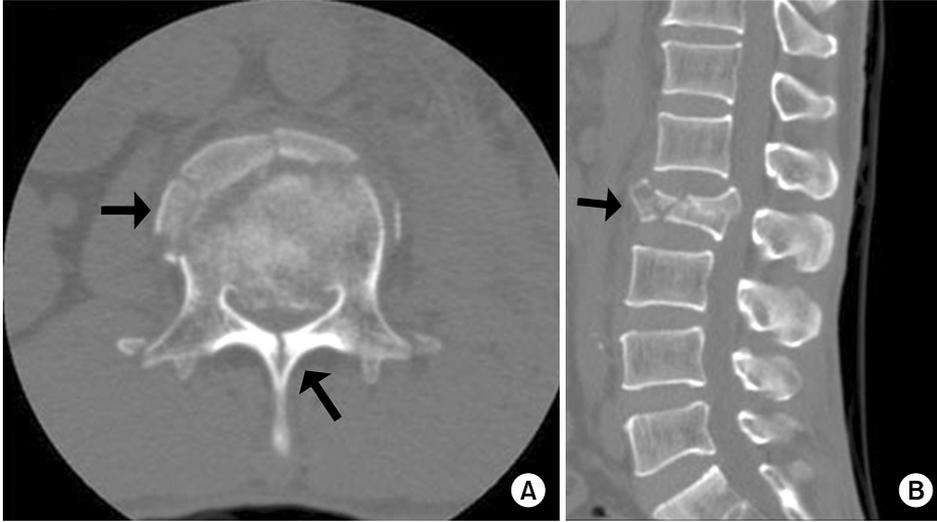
Axial (A) and sagittal (B) CT scans show L2 burst fracture with greenstick laminar fracture and 70% of spinal canal occlusion (arrow) in 49 year-old man who had motor vehicle accident. Initial Frankel grade was C.
